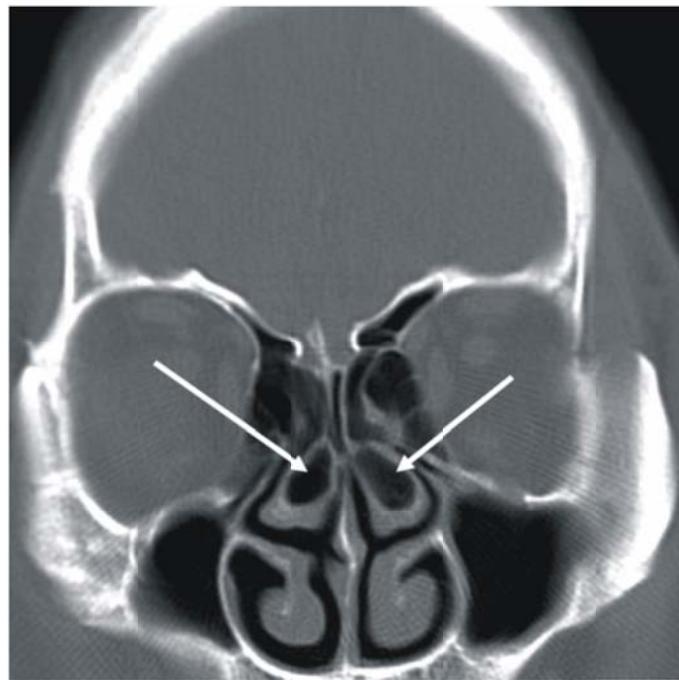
Tomografía de senos que revela concha bullosa
